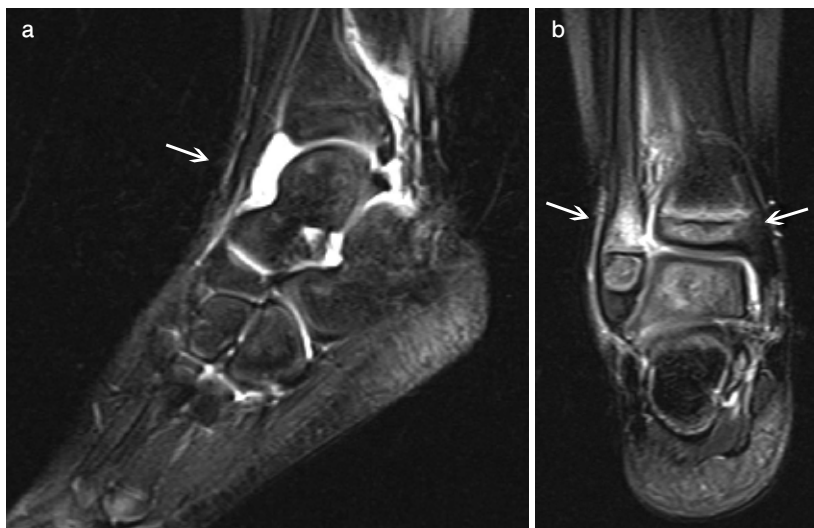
右足関節 MRI (脂肪抑制 T2 強調画像)
